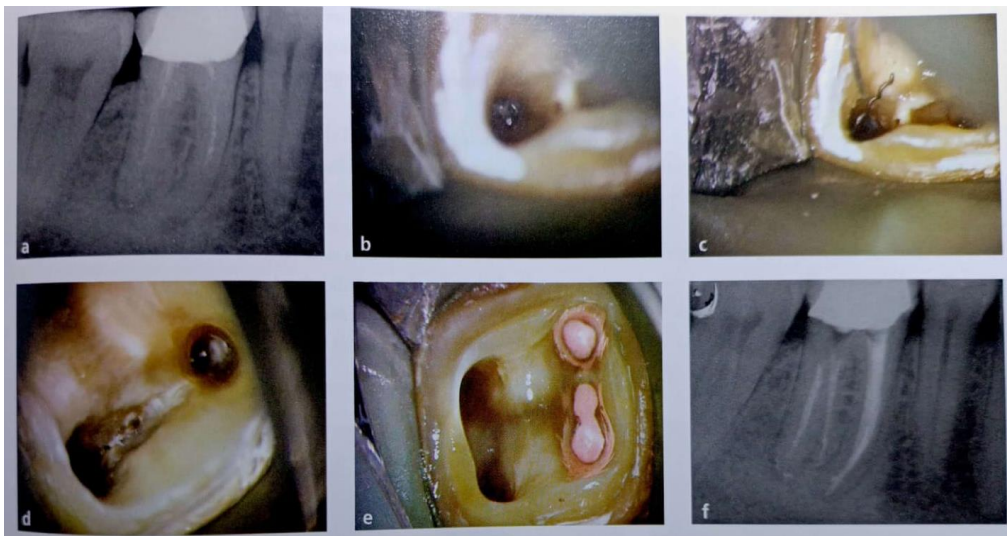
A, Radiografía inicial de retratamiento complejo con un léntulo separado en raíz mesial al igual que un perno pre fabricado de fibra de vidrio. B, Preparación del conducto vestibular para intento de retiro ultrasónico, es posible observar el fragmento separado de léntulo al fondo del conducto. C, Remoción con éxito del instrumento separado D, Conducto preparado después del retiro del obstáculo. F, Radiografía control. ¹⁶
